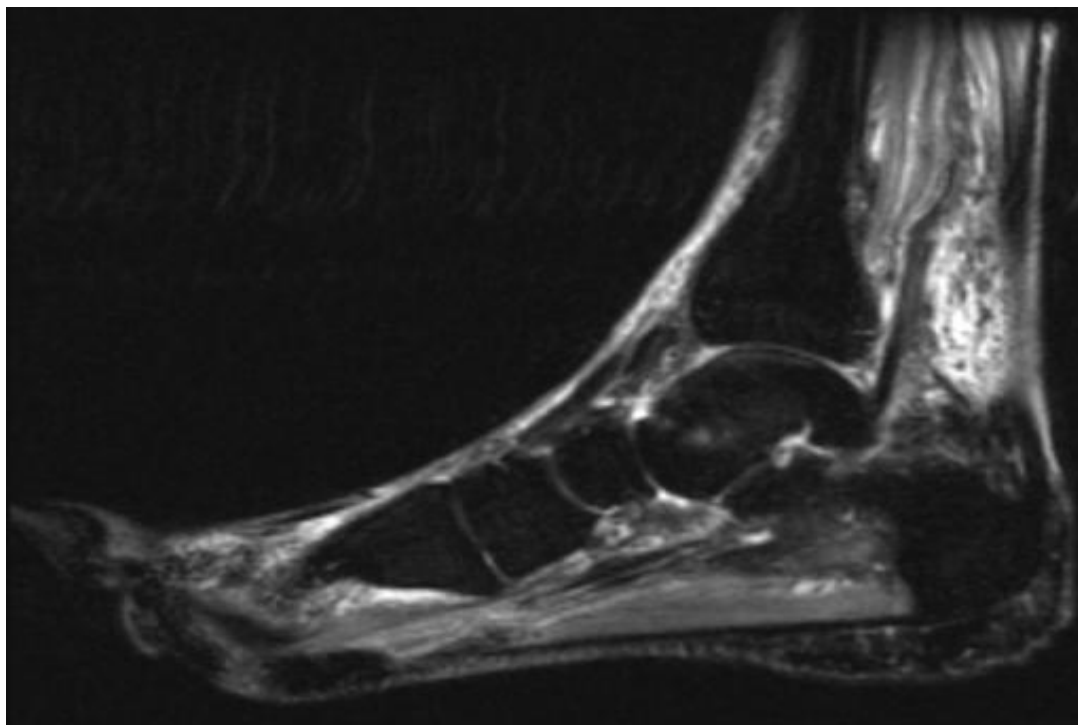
MRT-Kontrolle nach einem Jahr: fast vollständig aufgelöstes Ödem im Talus.
